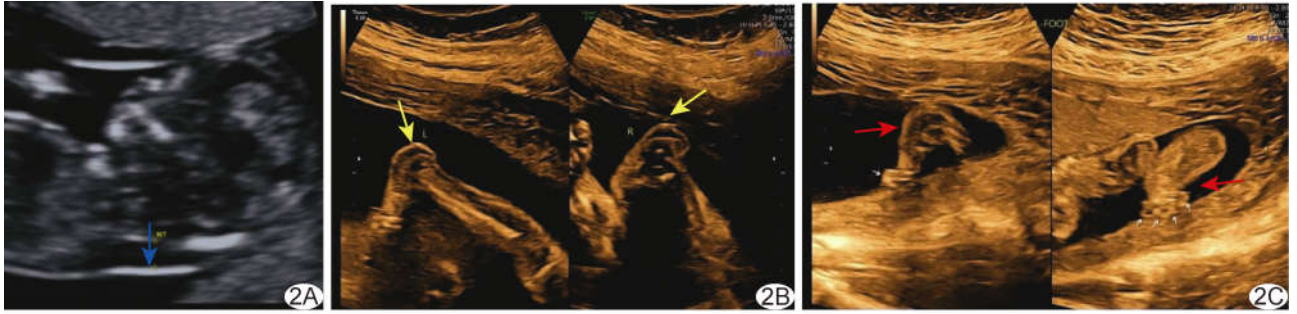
第 6 次妊娠, 胎儿声像图 A. 孕 12 周灰阶超声图示胎儿 NT 增厚(箭); B、C. 孕 23 周超声造影图示胎儿足跟部皮肤层增厚(黄箭), 双足姿态异常(红箭)
